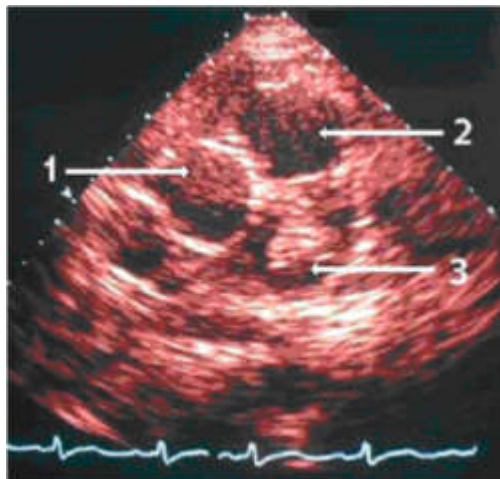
Эхокардиограмма больной 3. Короткая ось сердца на уровне аортального клапана в парастернальной позиции датчика. 1 - короткая ось корня аорты, 2 - ствол легочной артерии, 3 - тромб в просвете ствола легочной артерии.
